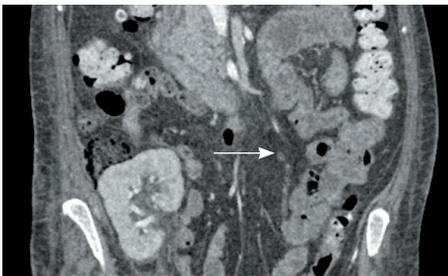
Компьютерная томография органов брюшной полости: жидкостных скоплений в области трансплантата нет. В зоне ранее расположенного абсцесса (указана стрелкой) наблюдается абсорбирующая губка
